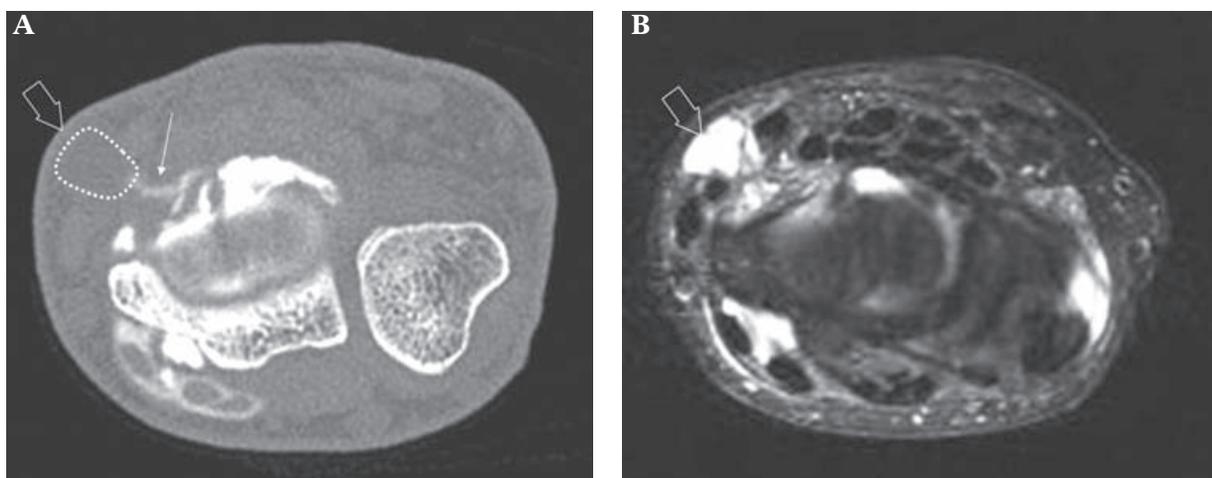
Kyste périarticulaire en arthroscanner (A) et en arthro-IRM (B). Le kyste (flèche creuse) est bien défini sur la séquence en écho de spin T2 avec suppression de graisse de l'arthro-IRM mais méconnu par l'arthroscanner car seul le pertuis communiquant avec le compartiment radio-carpien est opacifié (flèche).
